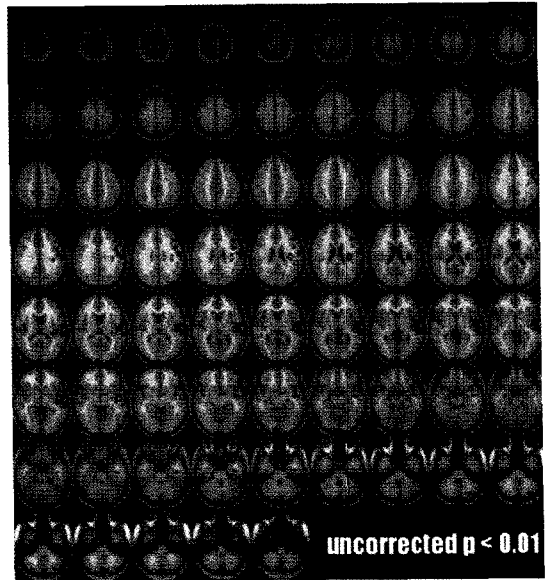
Comparison of CVRI between pre- and post-operative SPECT. Regions of improved CVRI are shown in the left posterior the frontal, and the parietal and the superior temporal lobes.
